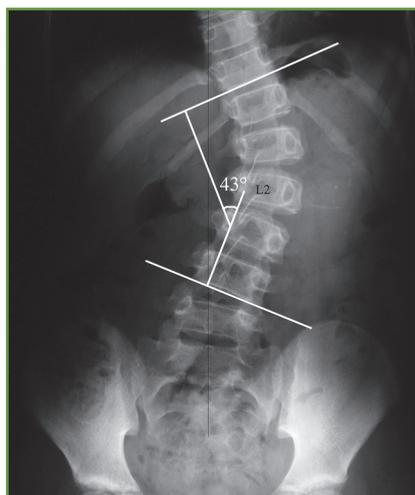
La mesure de l'angle de Cobb, sur la radiographie de face, est réalisée en traçant les tangentes aux plateaux des vertèbres les plus inclinées par rapport à l'horizontale.
